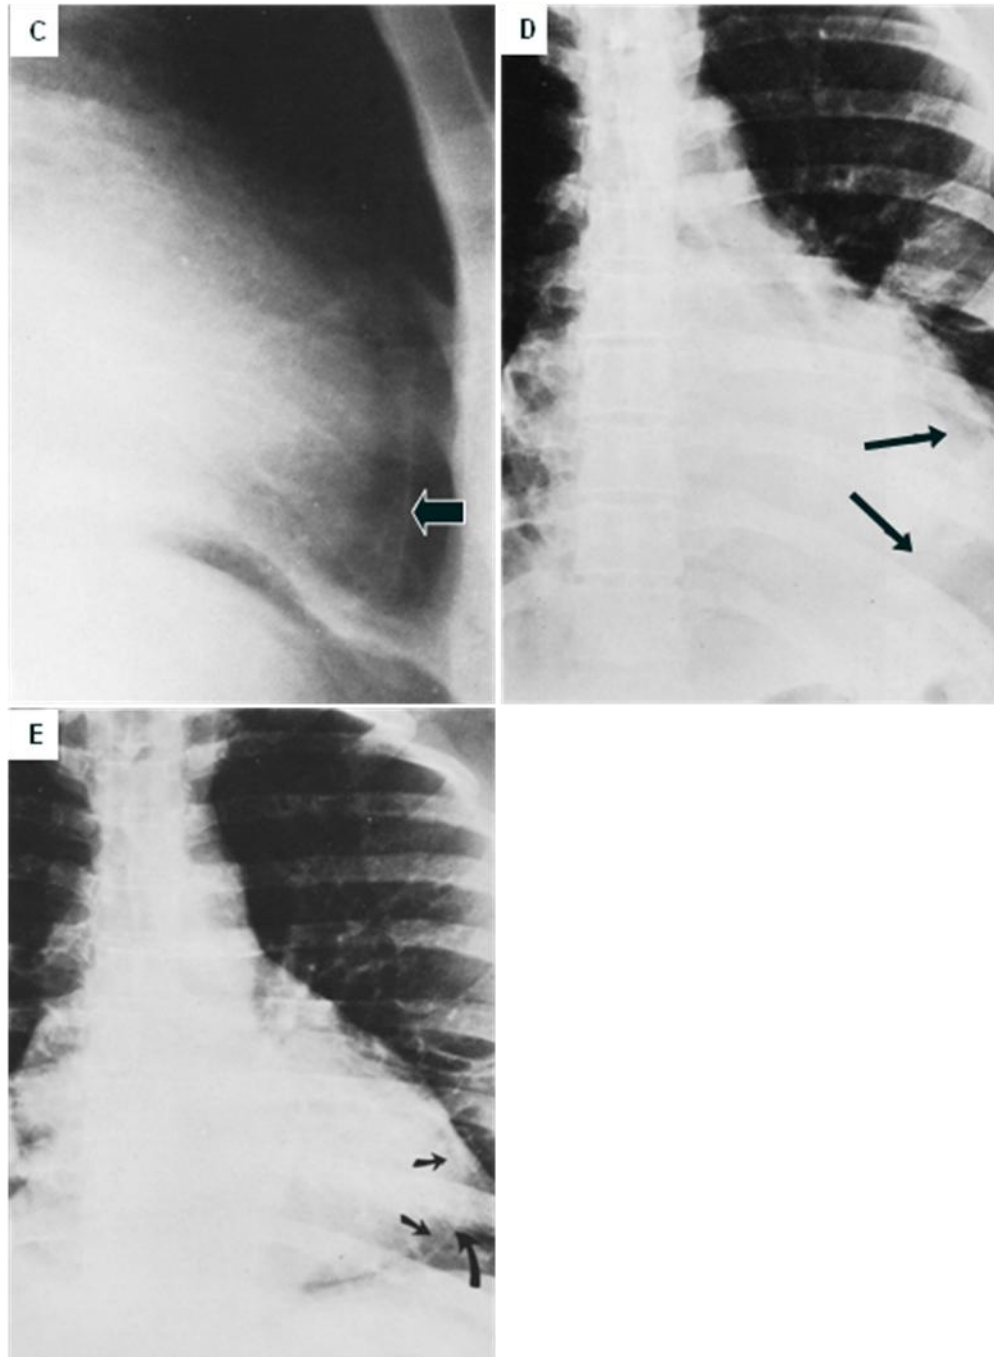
93. C. Radiografía lateral de tórax, desplazamiento anterior de la línea grasa del mediastino anterior (flecha) en un paciente con derrame pericardico. D. Radiografía frontal de tórax, paciente con mixedema, se observa desplazamiento lateral de la grasa mediastinal por un derrame pericardico. E. Misma paciente 10 días después el derrame esta en resolución y el espacio entre la grasa epicardica y mediastinal es menor (entre las flechas).
